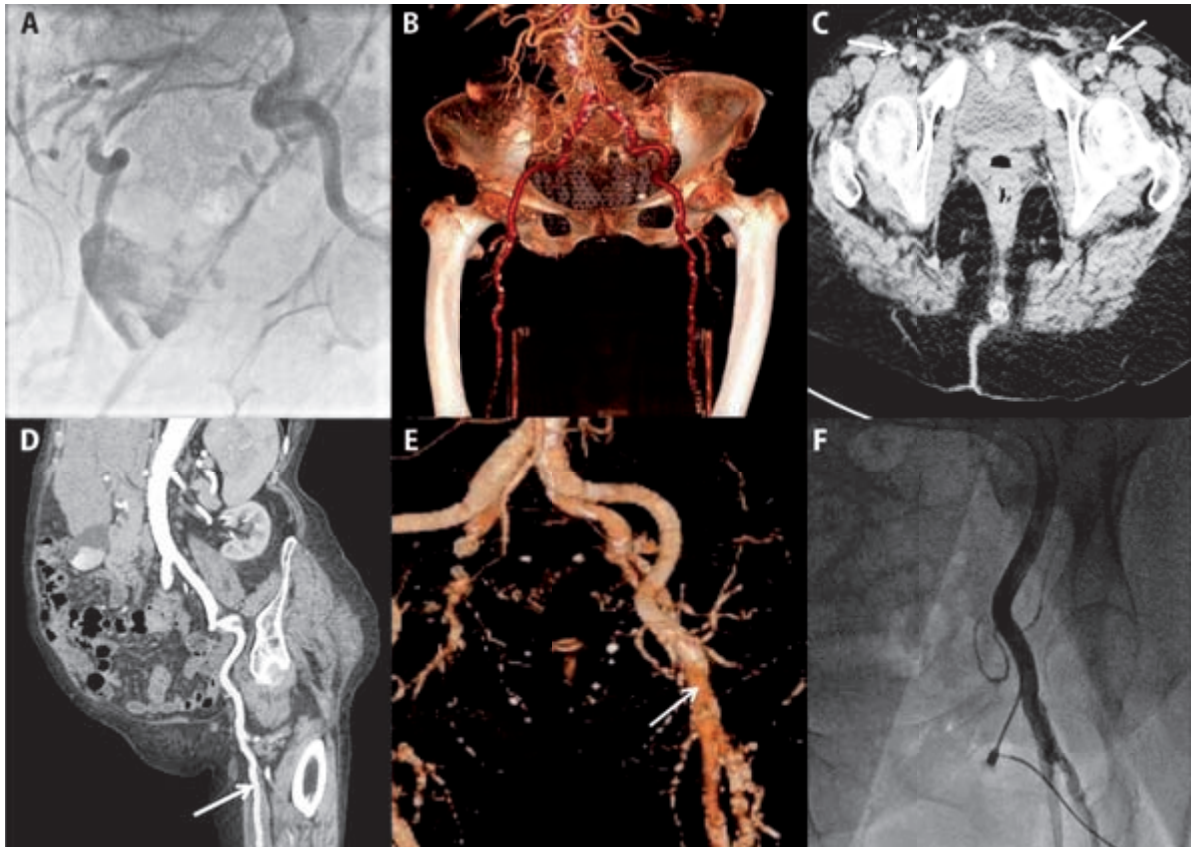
Vessel anatomy. A. Angiography showing bilateral tortuous ilio-femoral arteries. B. CT Scan showing bilateral tortuous ilio-femoral arteries. Despite marked tortuosity a 21 F introducer sheath was advanced into the right iliac axis without difficulties. C. CT Scan showing relatively small iliac arteries without calcification (arrows). The maximum diameter measured in the common iliac was 5.5 mm. However, a 21 F introducer sheath was advanced without complications. D. CT Scan sagittal section showing relatively small iliac arteries without calcification (arrow). E. CT Scan reconstruction showed severe calcification on left CFA with a small area without calcification (arrow). F. The fluoroscopic view shows the accurate position of the puncture site taking account of the CT Scan in the same patient shown in Figure 1E.
